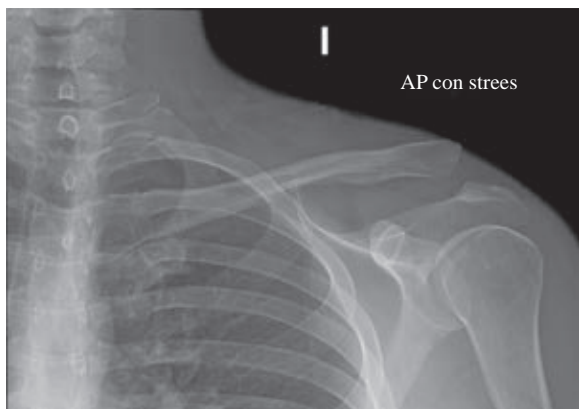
Radiografía anteroposterior de hombro izquierdo con estrés. Se observa pérdida de congruencia articular acromioclavicular, con elevación hacia caudal de tercio distal de clavícula.
